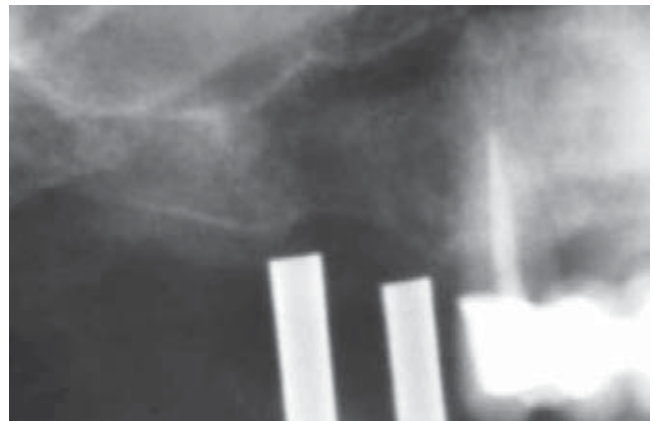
Radiografía inicial con guía quirúrgica.
